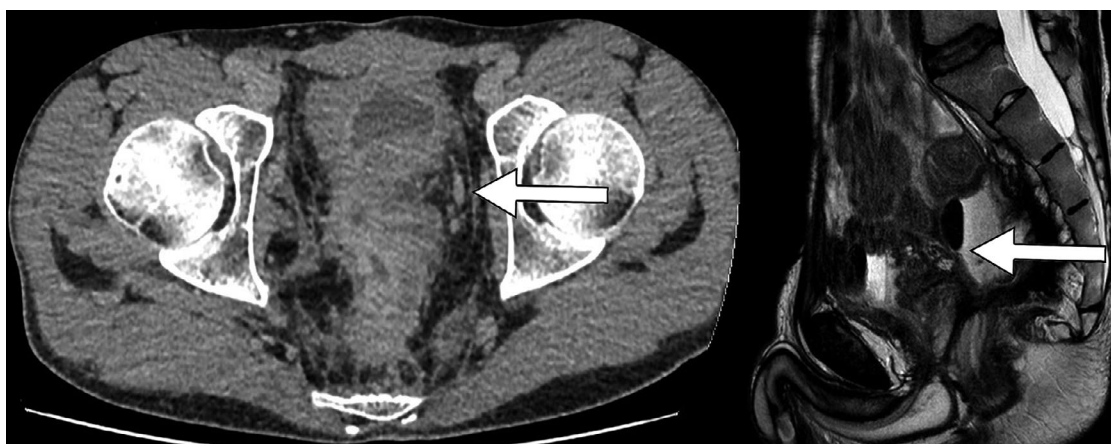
МРТ малого таза, свищ между культей прямой кишки и мочевым пузырем
